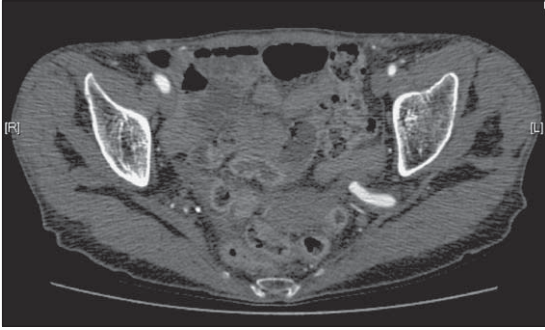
Angio TAC de ACP en escotadura ciática izquierda.
